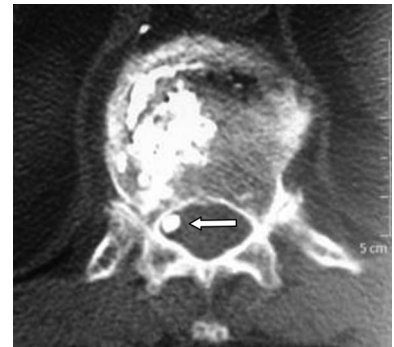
Фотоотпечатки СКТ той же пациентки после ЧВП по поводу компрессионного перелома T_{XII} позвонка. Интраканальный выход цемента (указан стрелкой).
